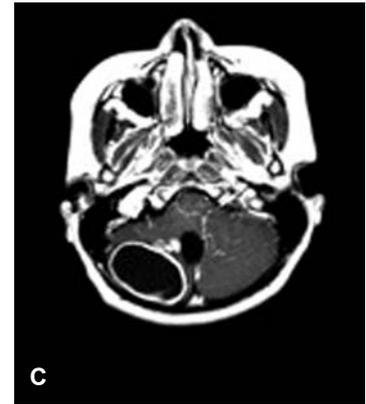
A) y B). RM en imágenes ponderadas en T1 y T2, donde se identifica masa de componente quístico predominante, ocupando la totalidad del hemisferio cerebeloso derecho, con desplazamiento del vermis hacia la izquierda, rodeada de un área de edema perilesional.
